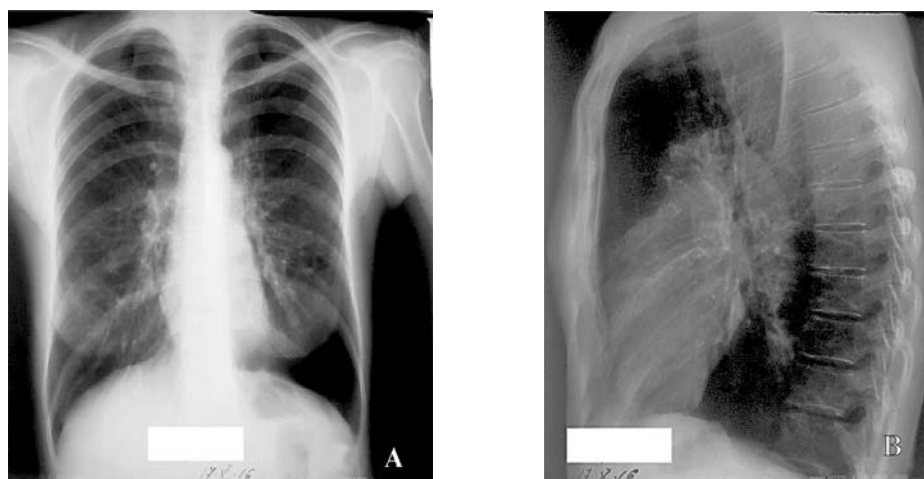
Radiografia toracelui. A: incidența postero-anterioară – semne de hiperinflație (cutia toracică în formă de clopot, hipertransparența câmpurilor pulmonare, orizontalizarea coastelor, inima în picătură, aplatisarea hemidiafragmelor), accentuarea și deformarea desenului pulmonar bilateral (opacități inelare, îngroșarea pereților bronșici, semnul “șinelor de tramvai”). B: incidență laterală stângă – lărgirea diametrului antero-posterior al cutiei toracice, spațiul retrosternal clar lărgit
